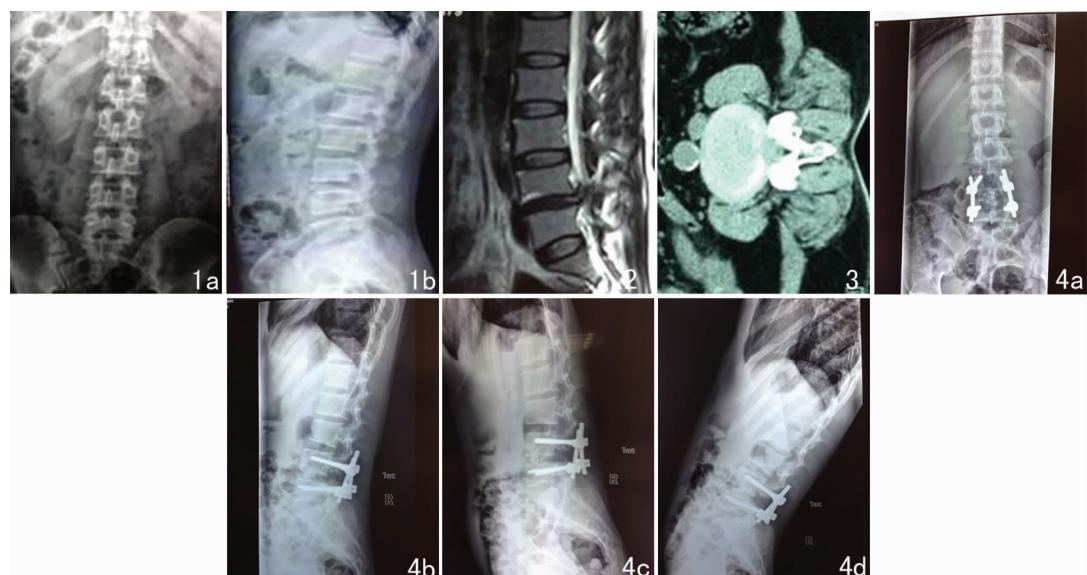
L_{4-5} 中央型腰椎间盘突出症术前 X 线片 1a 正位 1b 侧位 图 2 L_{4-5} 中央型腰椎间盘突出术前 MRI 片 图 3 L_{4-5} 中央型腰椎间盘突出术前 CT 片 图 4 L_{4-5} 中央型腰椎间盘突出症术后 3 个月 X 线片 4a 正位 4b 侧位 4c 前屈位 4d 后伸位
